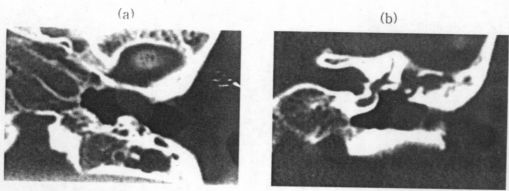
Temporal bone CT of Stage 1 :
